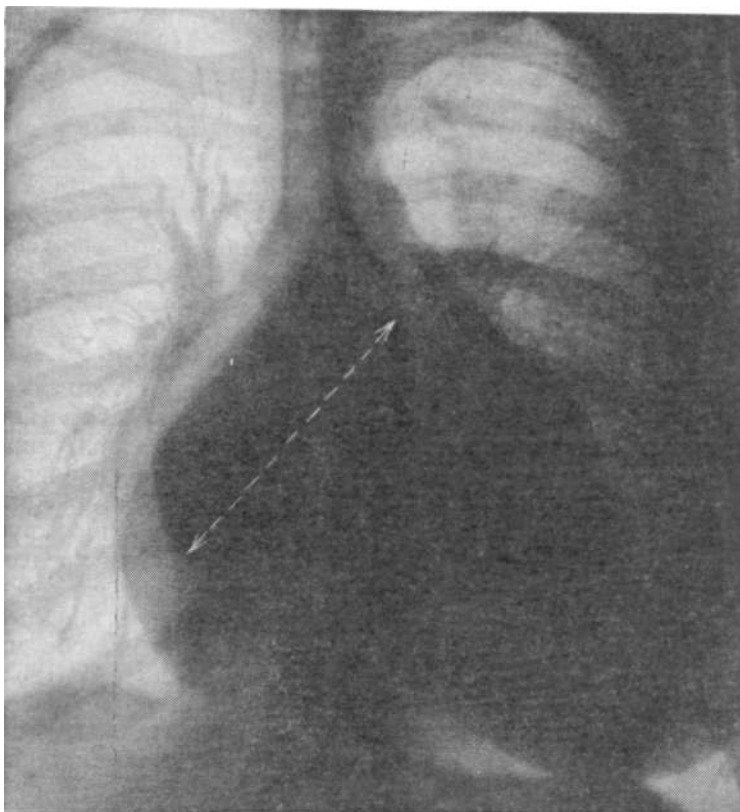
Определение фронтального поперечника левого предсердия на передней рентгенограмме по С. Higgins и соавт.
